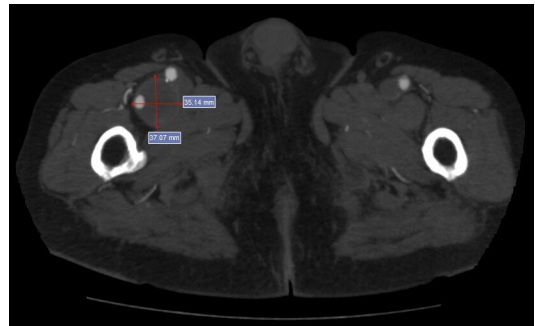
Angiotomografia computadorizada (ATC) em corte axial da coxa proximal, com identificação da dilatação aneurismática da artéria femoral profunda (AFP) com dimensões de 3,7 cm (anteroposterior) e 3,5 cm (laterolateral), com trombos em seu interior.
